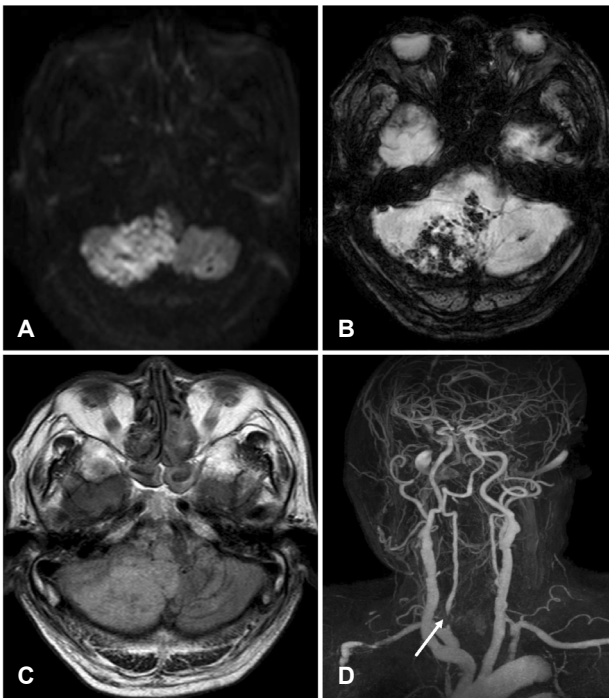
Brain MR images of presenting patient. (A, B) Diffusion-weighted image and susceptibility-weighted image of patient showed diffusion restriction lesions with hemorrhagic transformation in right medulla and cerebellum. (C) Fluid-attenuated inversion recovery image showed high intensity in right medulla and cerebellum. (D) MR angiography shows severe stenosis at right proximal vertebral artery (white arrow). MR; magnetic resonance.
